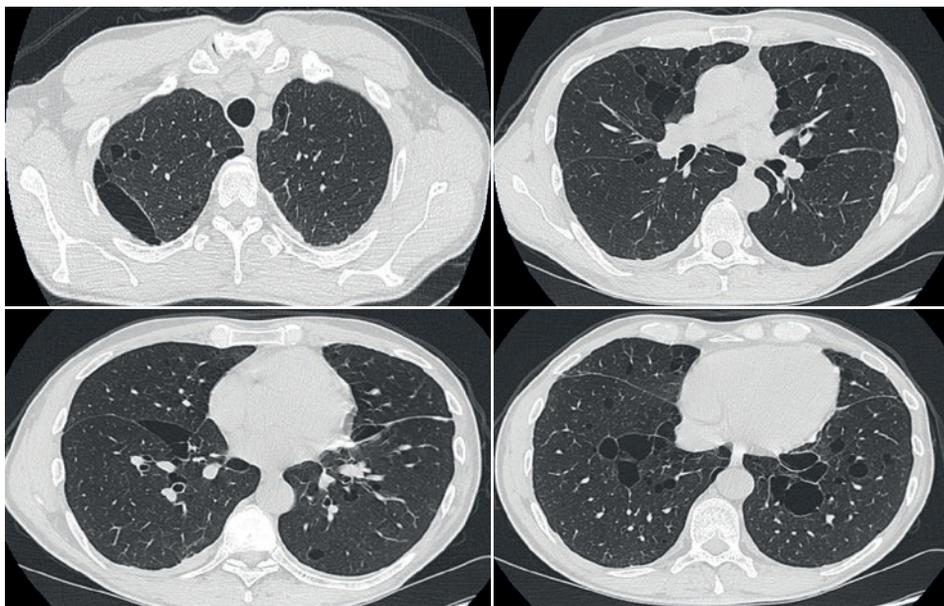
TC ad alta risoluzione del torace (HRCT) di paziente affetto da sindrome di Birt-Hogg-Dubé.
